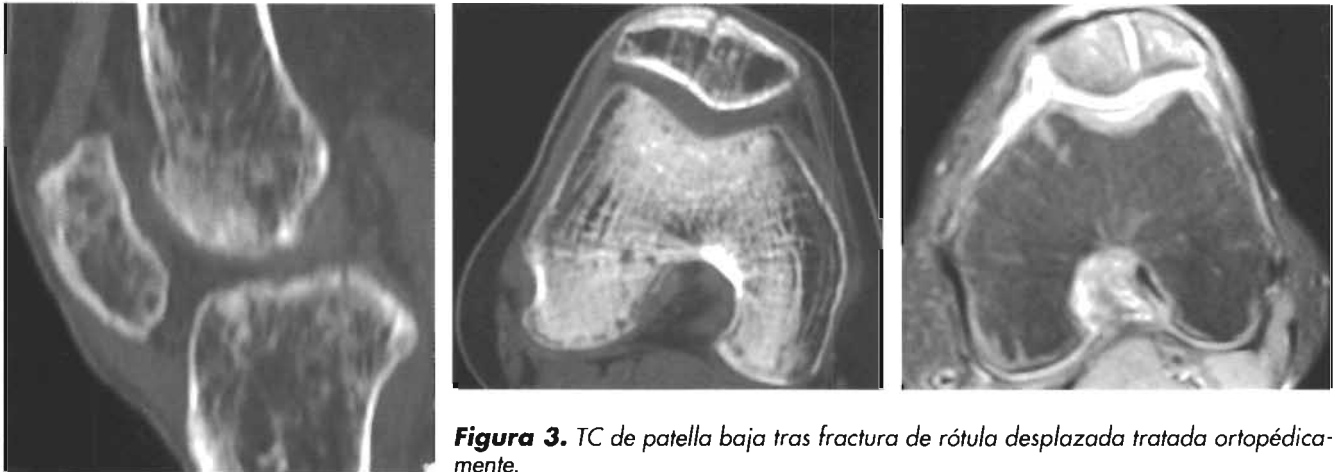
TC de patella baja tras fractura de rótula desplazada tratada ortopédicamente.
